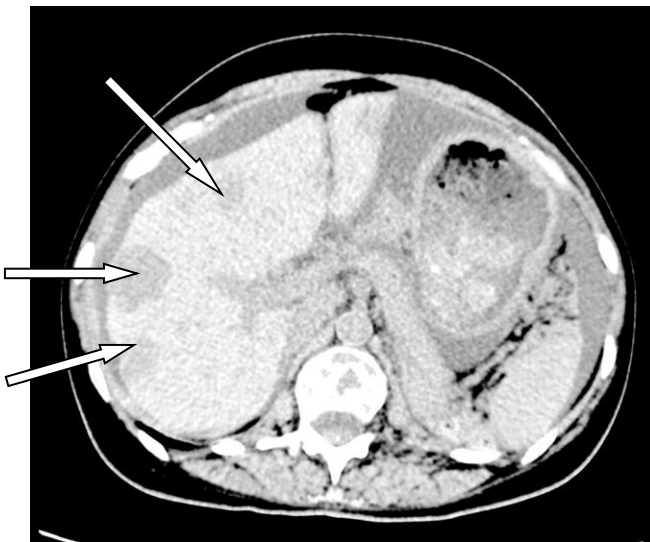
Множественные метастазы в печени (КТ)
